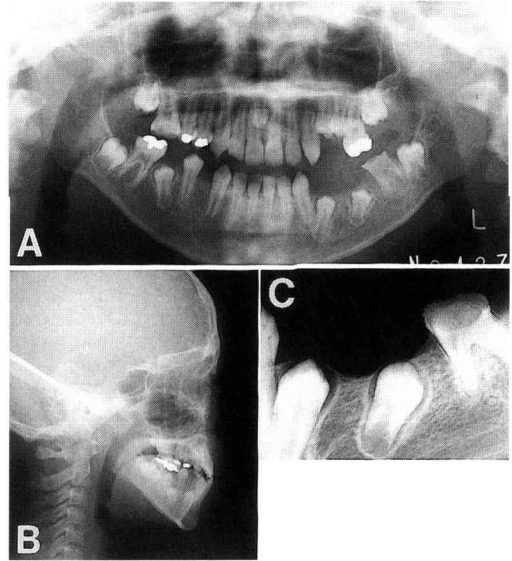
Initial panoramic radiograph (A) cephalometric radiograph (B) and dental radiograph (C) taken at 11y10m.
